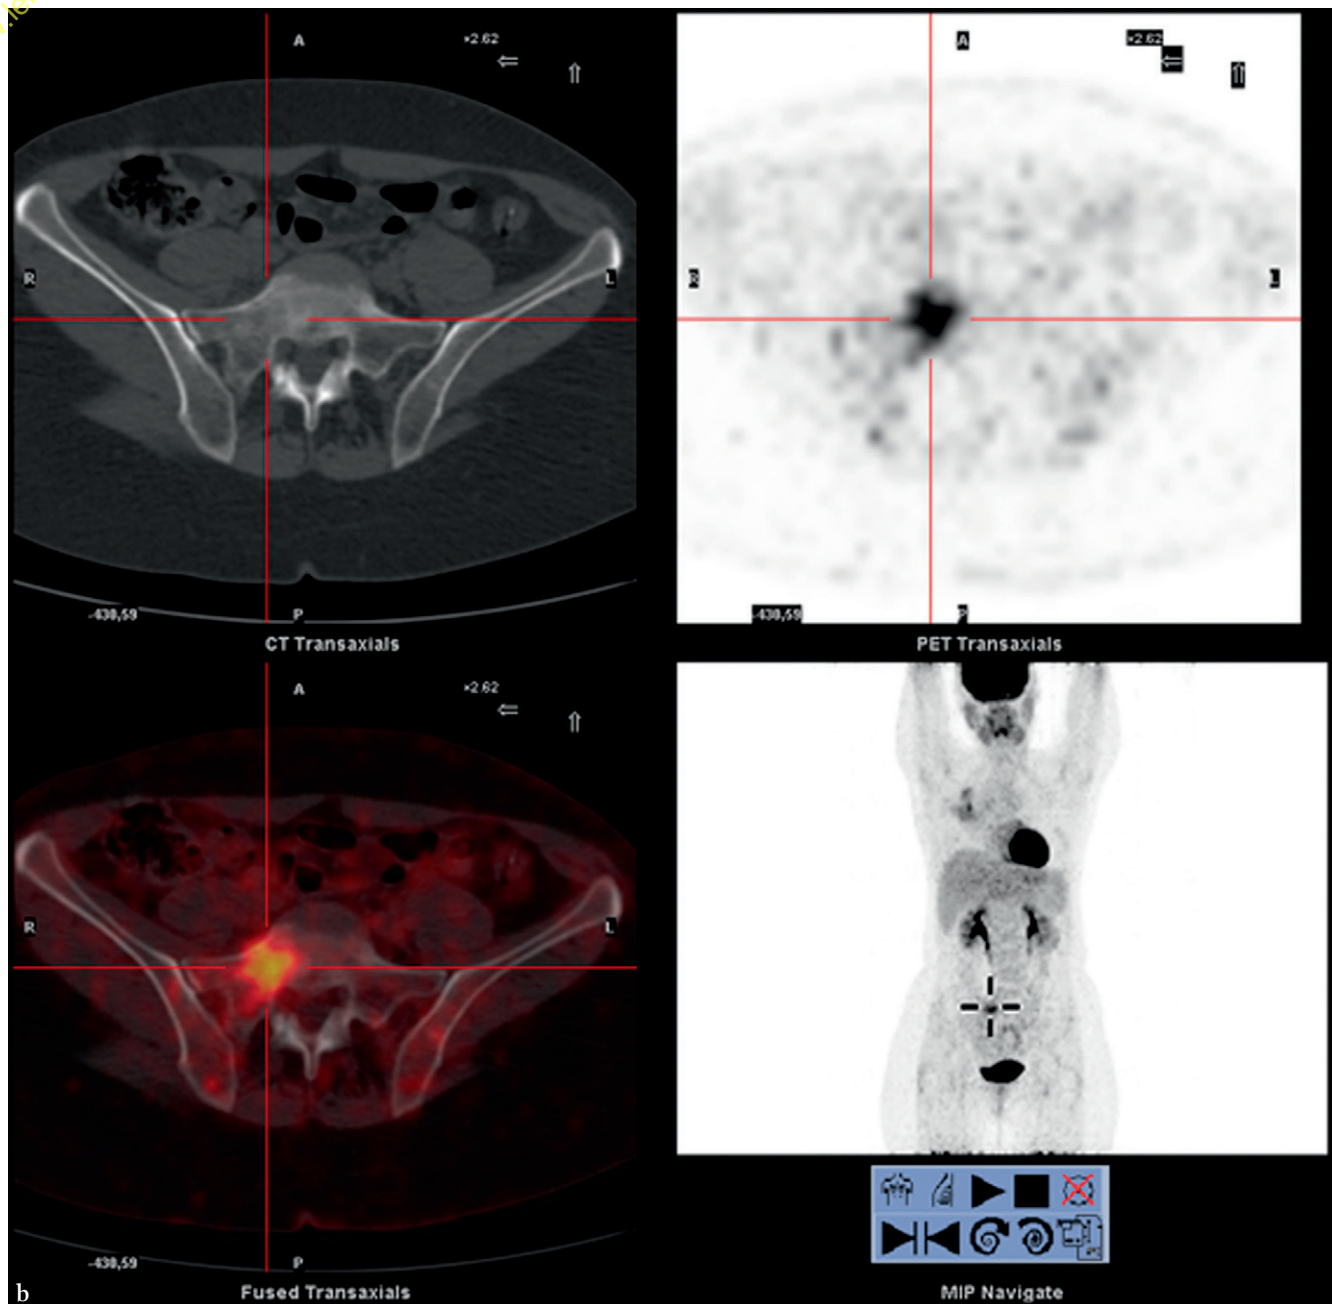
TEP-FDG 4 mois après fin d'un traitement par chimiothérapie et radiothérapie par *cyberknife*. (suite)
